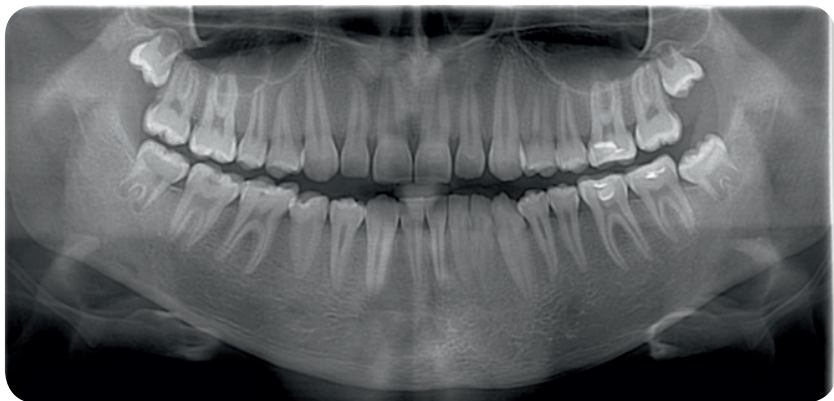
Ортопантомограмма подростка 16-ти лет
